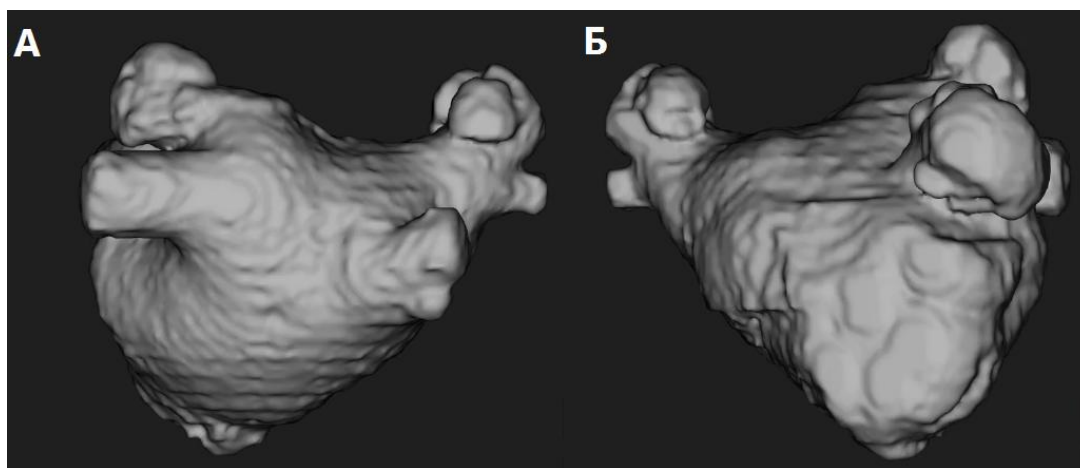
Объемная реконструкция левого предсердия по данным мультиспиральной компьютерной томографии. А – задняя прямая проекция; Б - передняя прямая проекция.
